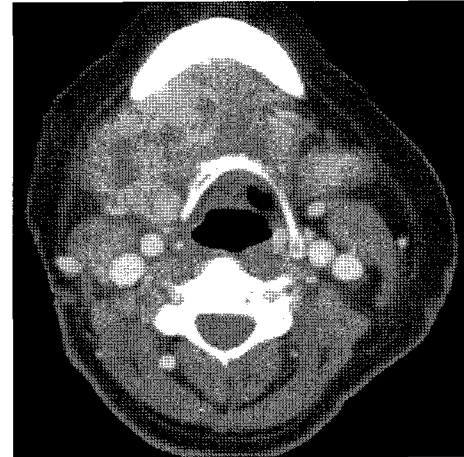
Head and neck CT scan showing a basaloid squamous carcinoma of the right submandibular gland presenting as a large mass with central necrosis (Case 3).
